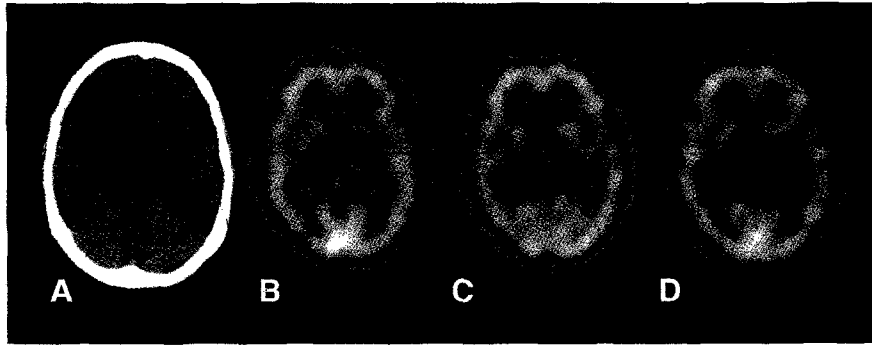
CT scan and the change of the SPECT along the treatment about one case
